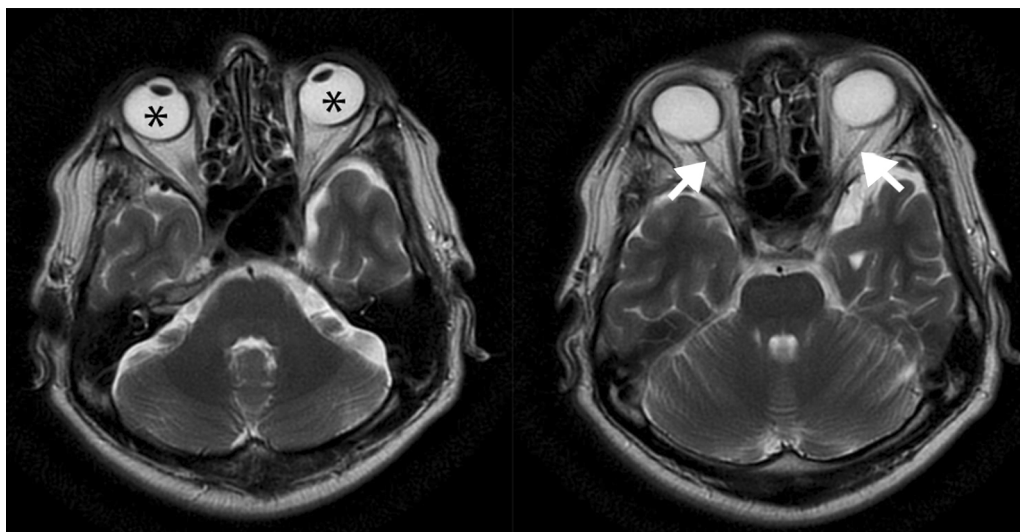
RM potenciada en T2 (plano axial). Convergencia de los globos oculares en relación con estrabismo (asteriscos) y discreta atrofia de los nervios ópticos (flechas).
